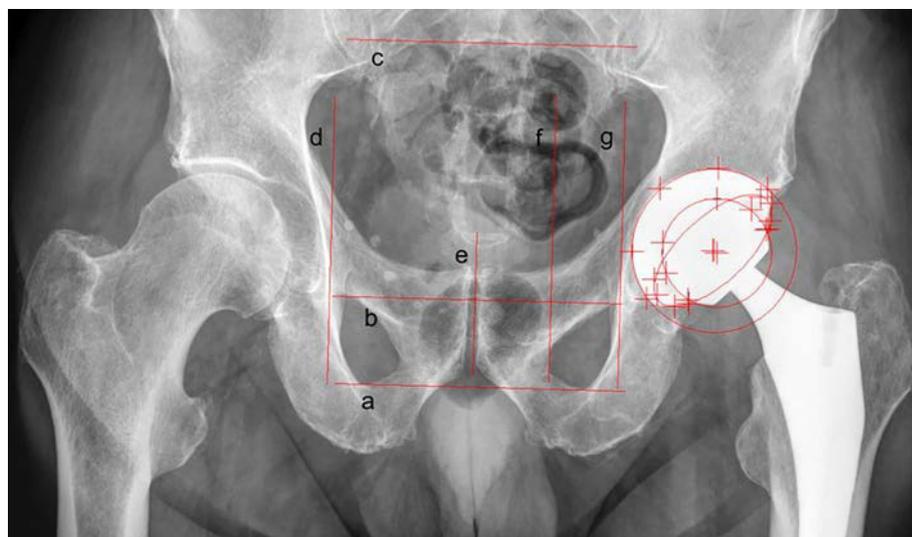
Migrationsanalyse der Pfanne mit EBRA-Cup im Standard-Hüftübersichtsröntgen: a) Basislinie, b) mittlere Linie, c) obere Linie, d) linke Linie, e) Symphysenlinie, f) Foramenlinie, g) rechte Linie
